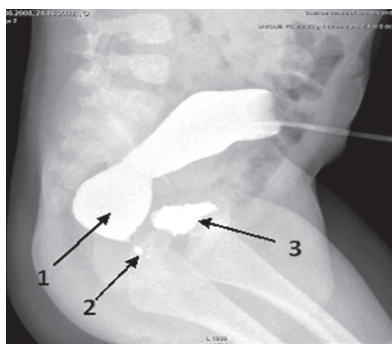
Дистальная стомография. Атрезия ануса. Ректоуретральный (простатический) свищ. 1 – прямая кишка; 2 – ректоуретральный свищ; 3 – мочевого пузыря
